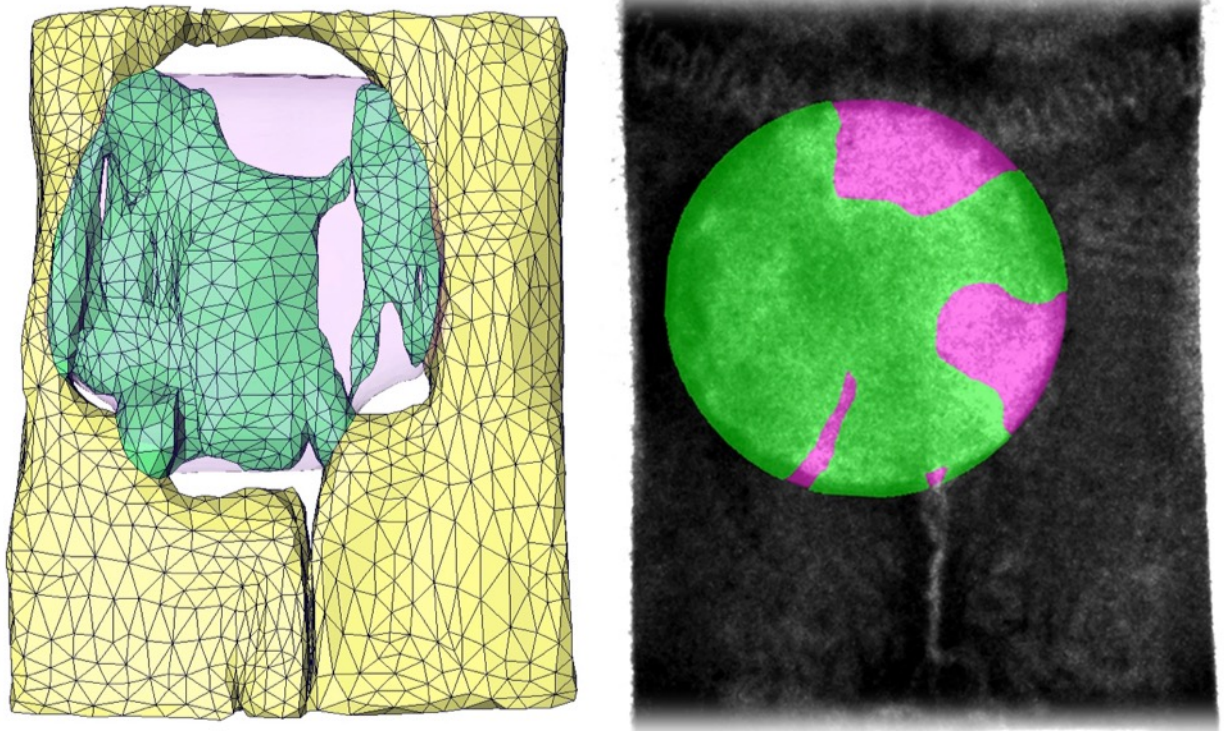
Сравнение контура дефекта и регенерата по данным наглядной 3D-реконструкции и рентгенологической картины. В ходе 3D-моделирования на модели в области дефекта обнаруживаются пустые зоны сверху и снизу. Контур самого дефекта (розовый цвет) и регенерата (зелёный цвет) имеют очертания сглаженных "ступенек".
